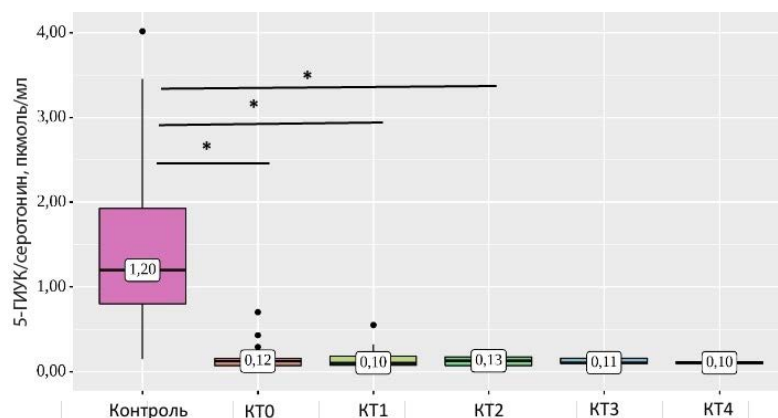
Соотношения 5-ГИУК и серотонина в зависимости от степени поражения легких по данным компьютерной томографии.
